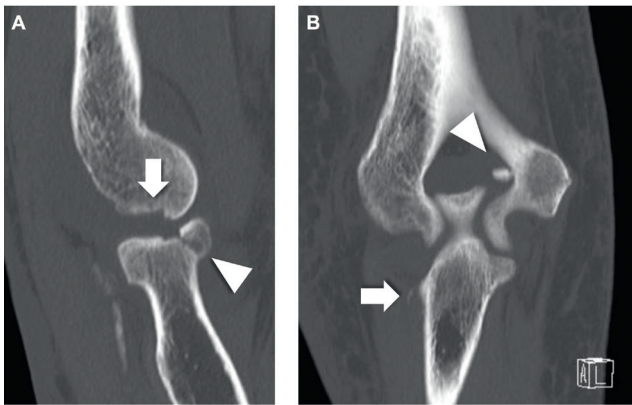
Sagittaler Schnitt des CT (A). Der Radiuskopf ist gebrochen (Pfeilspitze), der Defekt am *Capitellum* ist gut sichtbar (Pfeil). Koronar (B) sieht man den freien Gelenkskörper (Pfeil) und die ossäre Avulsion des lateralen Bandapparates (Pfeil). Letztere macht den Ellbogen instabil und stört damit die Frakturheilung des Radiuskopfes.
